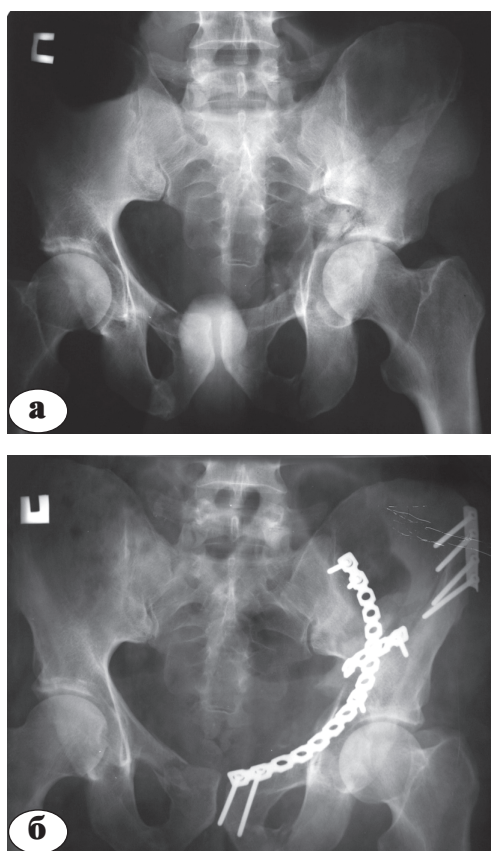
Рентгенограммы больного Ш. с высоким простым двухколонным переломом левой вертлужной впадины: а – до операции; б – после остеосинтеза подвздошно-паховым доступом
